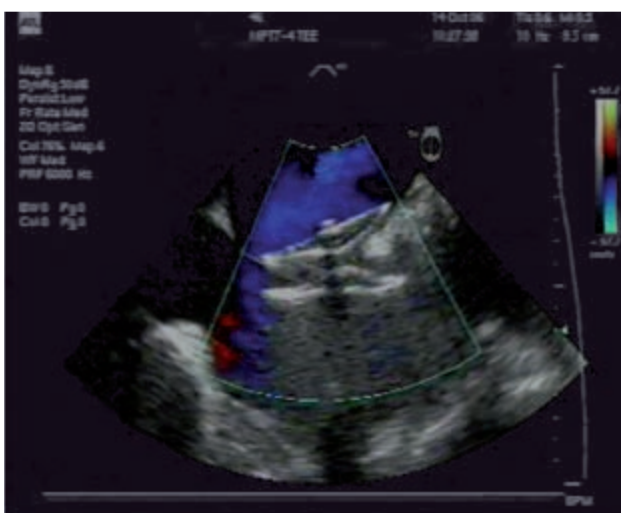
Imagen de ETE Doppler color que muestra el dispositivo in situ posliberación, sin shunt residual y con rectificación del aneurisma.
